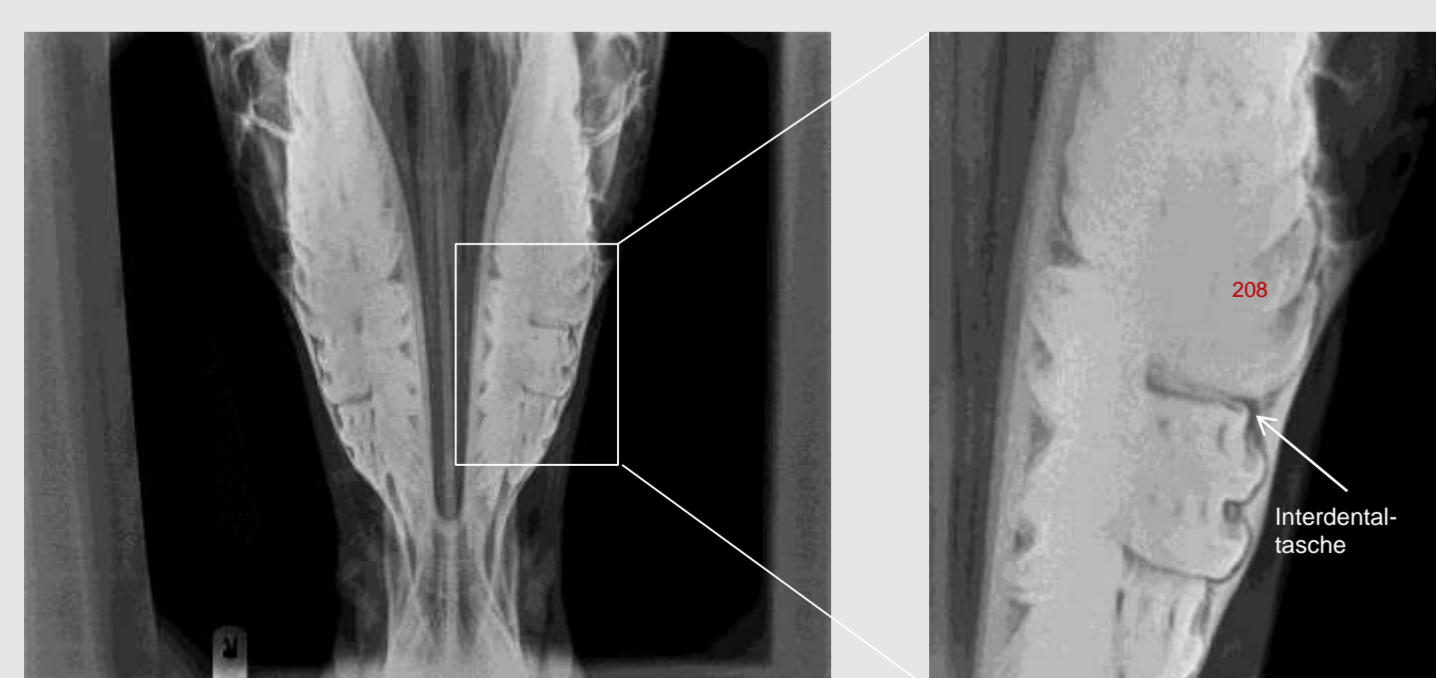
Röntgenbild des Schädels (0°/+90°)
